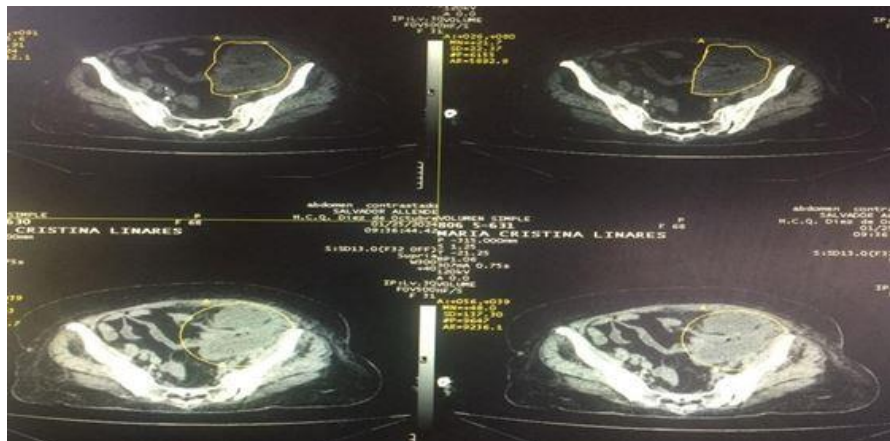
TAC de abdomen contrastado con yodo donde se visualiza la imagen del tumor intraabdominal.
